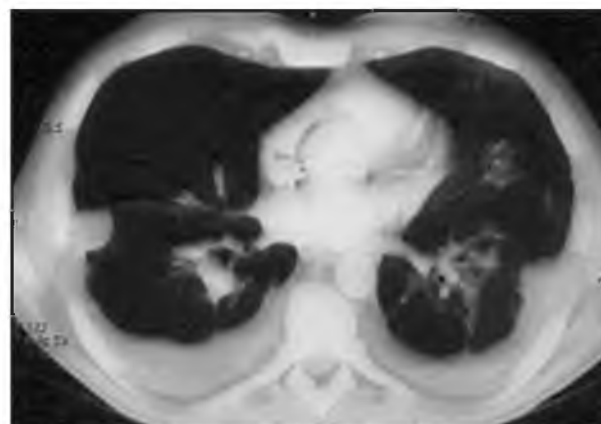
КТ грудной полости: полисегментарная пневмония, двухсторонний гидроторакс
